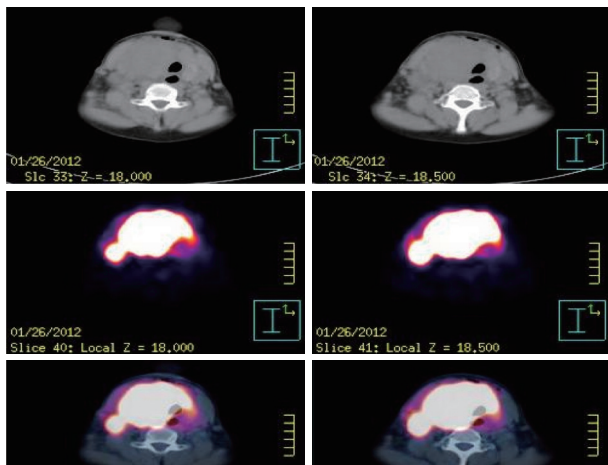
An expanding hot lesion arisen from Rt. lobe of the thyroid is accompanied by focal lesions on Rt. supraclavicular area and around the upper portion of trachea (in PET-CT).
